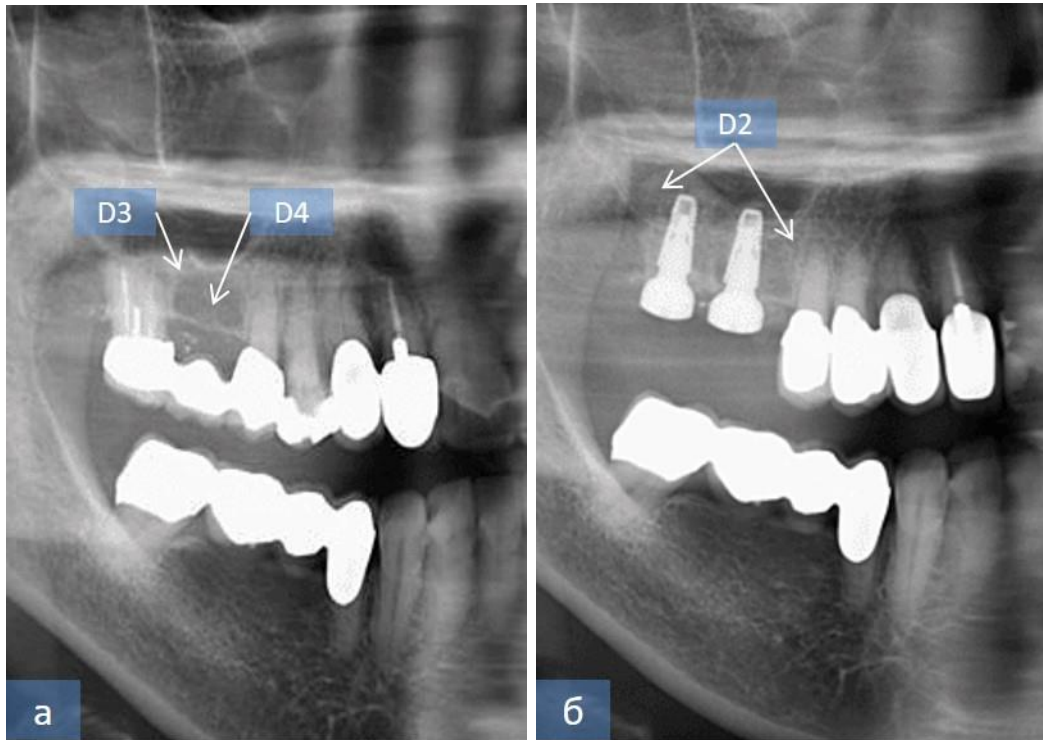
Результаты рентгенологического исследования костной ткани верхней челюсти по Misch у больного А. до (а) и через 12 месяцев после (б) проведенного ремоделирования периимплантной зоны (синус-лифтинг) с использованием ТКФ
